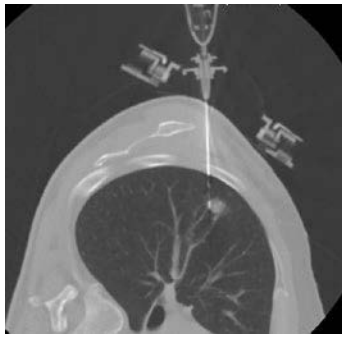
CT image during CT-guided percutaneous needle biopsy of the right upper lobe nodule.
